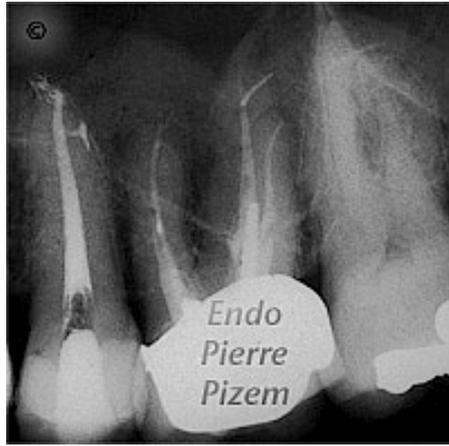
Mise en évidence d'une obturation des canaux latéraux sur une radiographie rétroalvéolaire post-opératoire (7).
